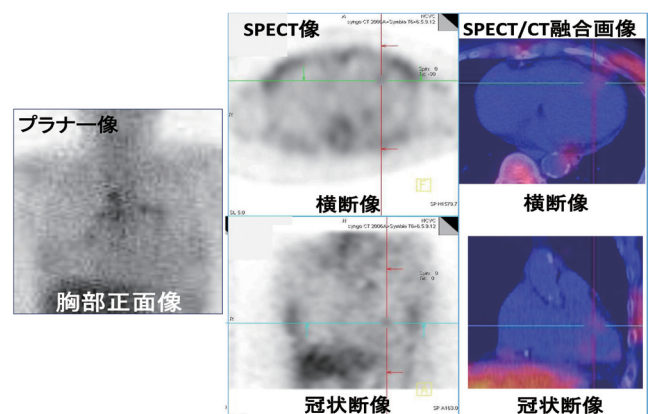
Gaの「SPECT像」及び「融合画像」が診断に有用であった心サ症例
